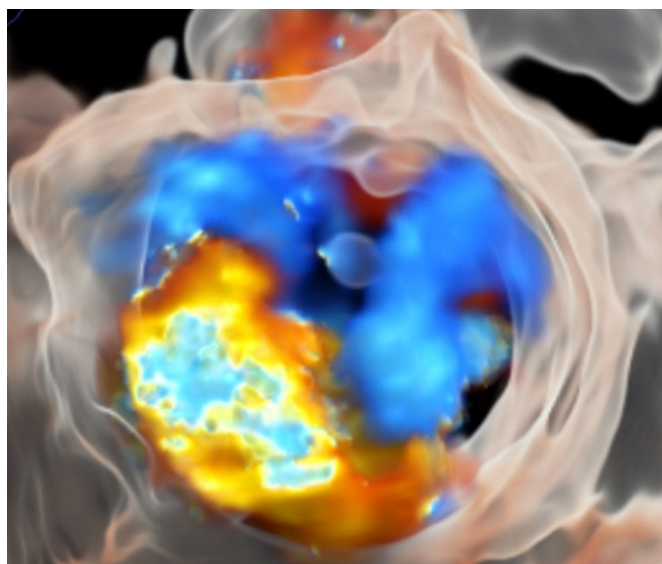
Ecografía transesofágica 3D con Doppler color y herramienta TrueVue Glass. Se aprecia regurgitación severa a nivel del velo posterior.
